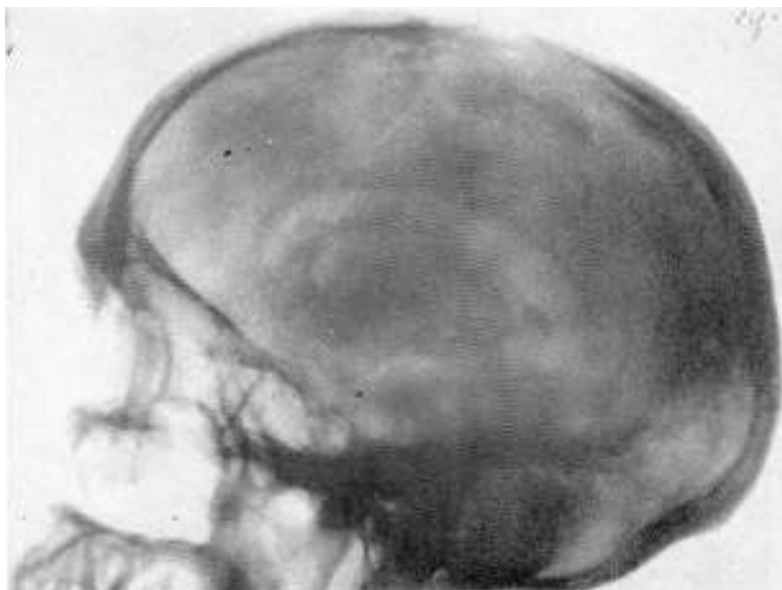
R. S. Obser. 3. Encefalografía por vía lumbar. Radiografía lateral, ventrículos laterales y gran cisterna, bien rellenos y sin deformaciones.
